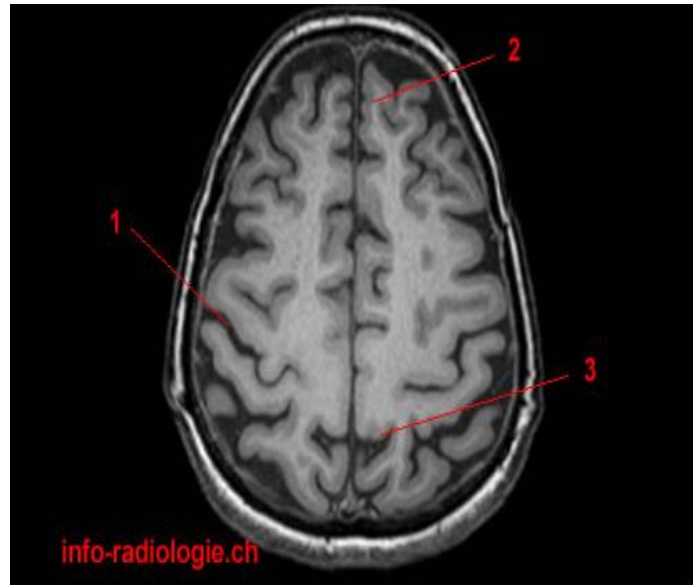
Anatomie IRM du cerveau, coupe axiale, T1.1, Sillon central. 2, Fissure longitudinale. 3, Sillon du cingulum (pars marginal).
